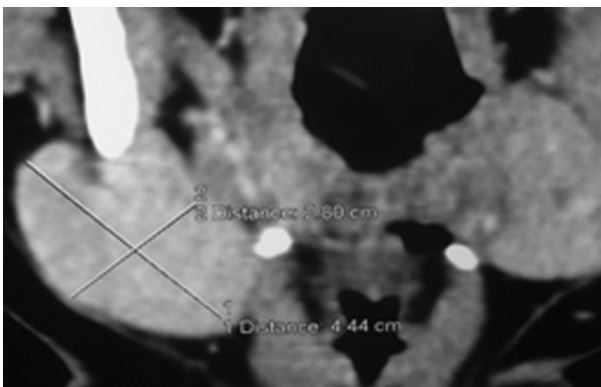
TC corte coronal.
